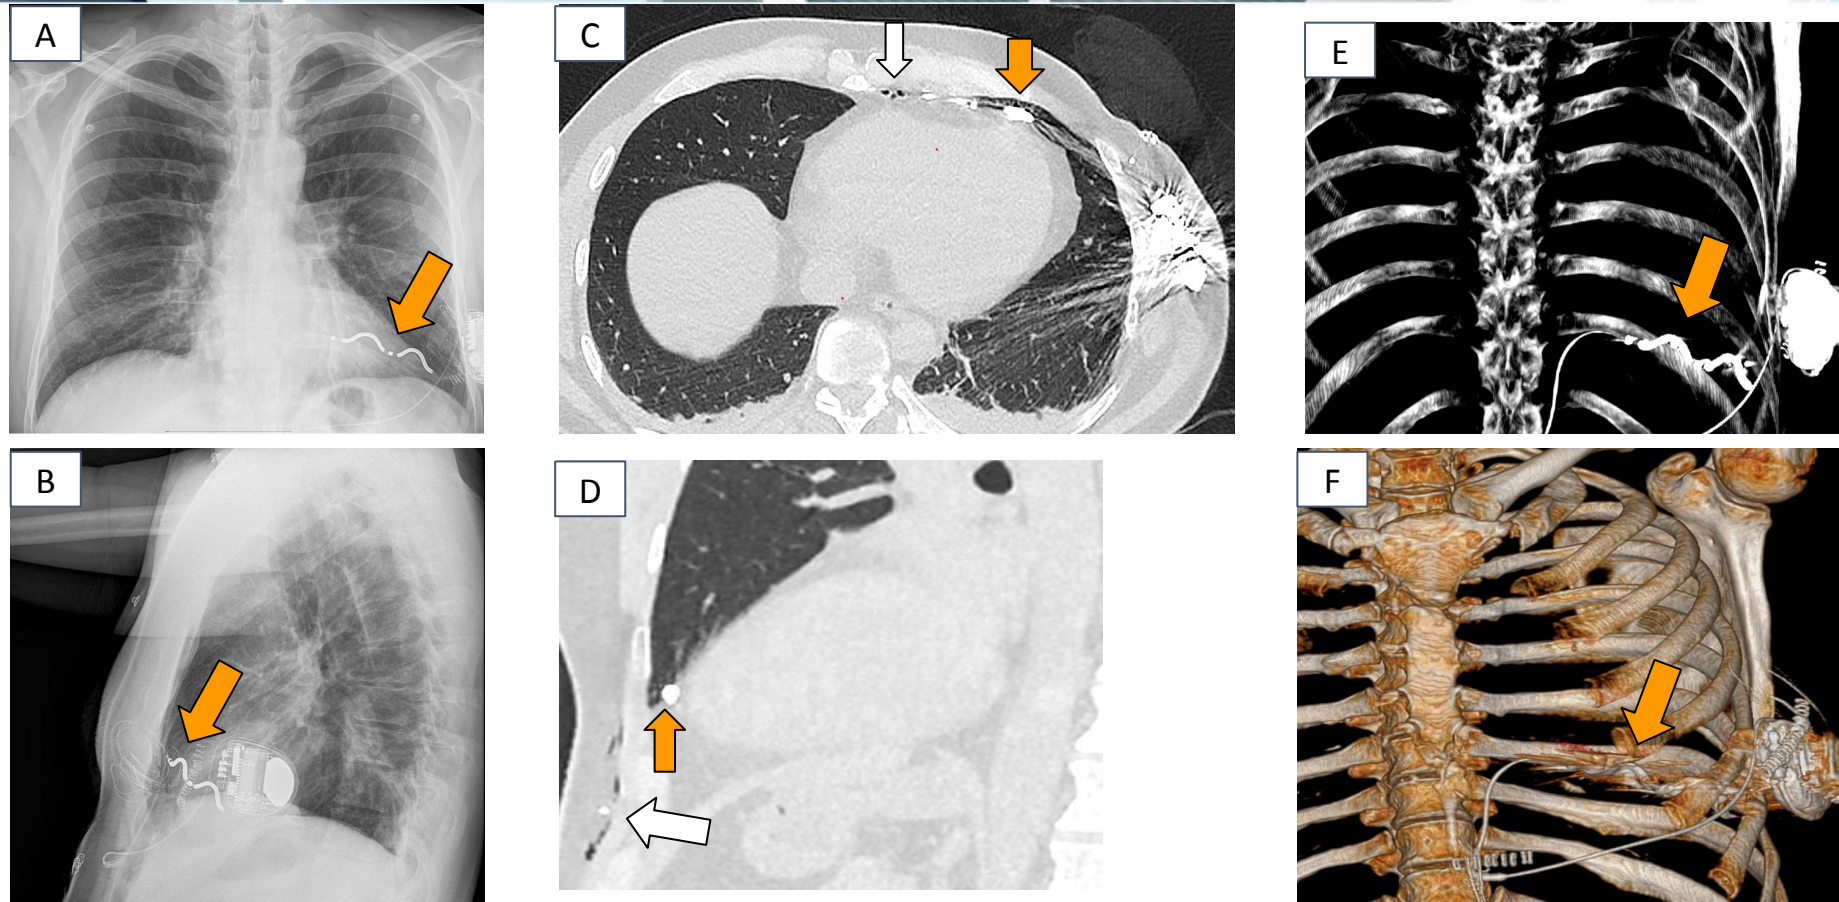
Dislocación del electrodo del DAI extravascular al espacio pleural izquierdo. Las imágenes A, B, C y D (radiografías torácicas anteroposterior y lateral y reconstrucciones TC axial y sagital en ventana de pulmón, respectivamente) muestran la punta del electrodo en localización anómala en el espacio pleural anteroinferior izquierdo (flechas naranjas), asociada a discretas burbujas de neumomediastino y enfisema subcutáneo (flechas blancas). Las reconstrucciones tridimensionales (E-F, volume rendering) ilustran de forma más clara la desviación y caída del electrodo hacia la cavidad pleural.
